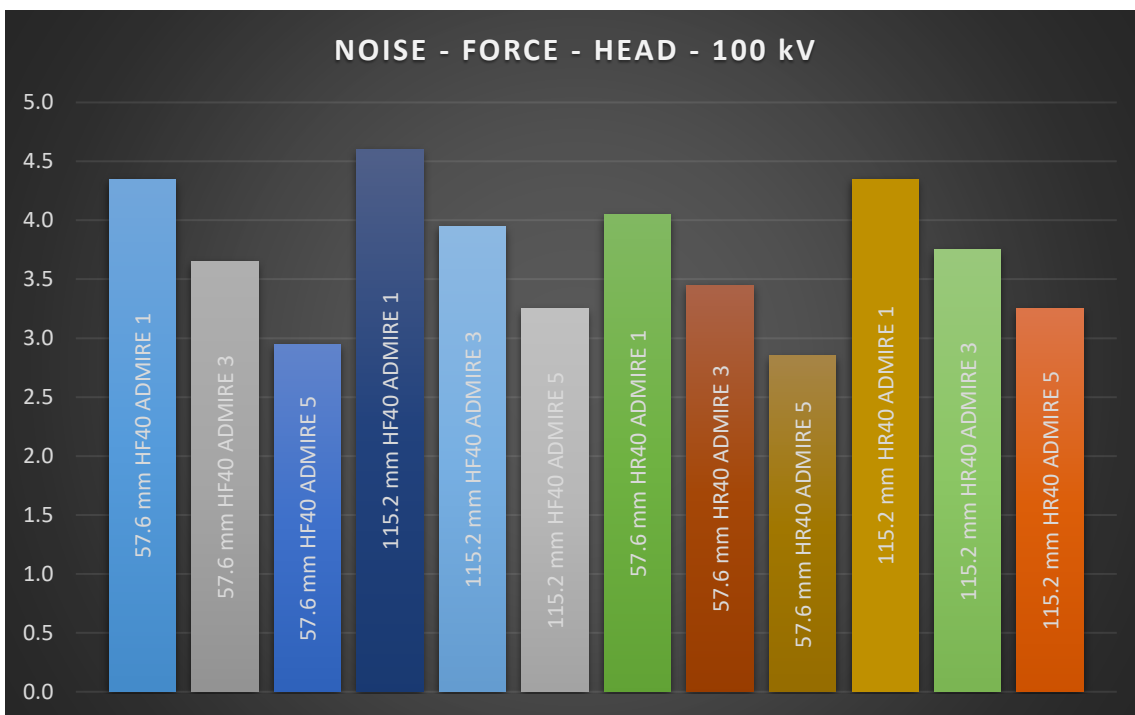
RUMORE AL VARIARE DI ADMIRE IN CT FORCE, PER ENERGIA DI 100 kV, ACQUISIZIONE HEAD
